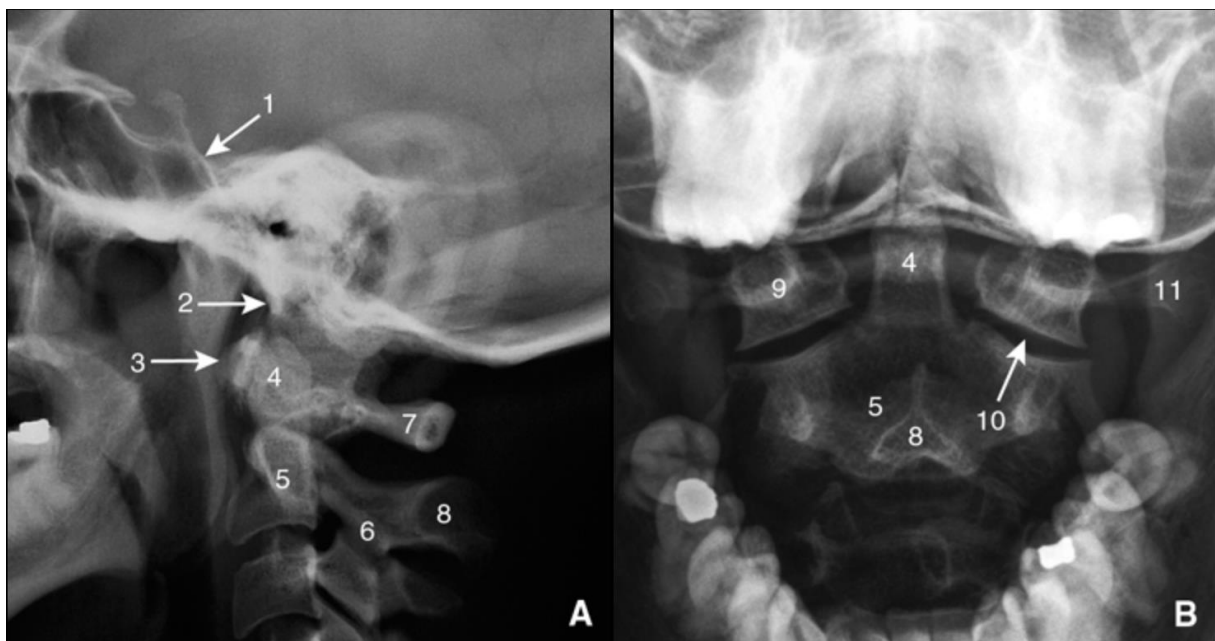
Radiographie standard de la charnière cervicocrânienne en incidence latérale (A) et en incidence antéropostérieure « bouche ouverte » (B). 1. Clivus ; 2. basion ; 3. arc antérieur de l'atlas ; 4. dent de l'axis (odontoïde) ; 5. corps de l'axis (C2) ; 6. processus articulaire inférieur de l'axis ; 7. arc postérieur de l'atlas ; 8. apophyse épineuse de l'axis ; 9. masse latérale de l'atlas ; 10. articulation atloïdoaxoïdienne latérale ; 11. processus transverse de l'atlas. *Extrait de : encyclopédie médicochirurgicale, imagerie de la charnière cervico-occipitale.*
